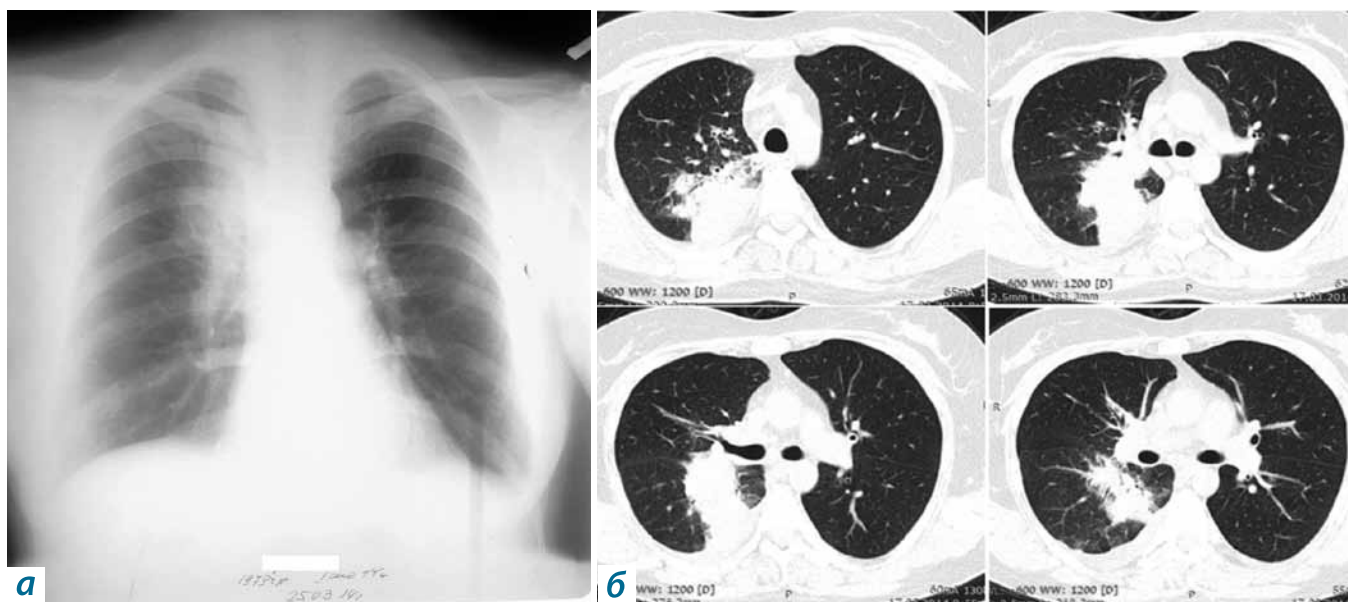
Рентгенологическое исследование больной Р. от марта 2014 г.:
